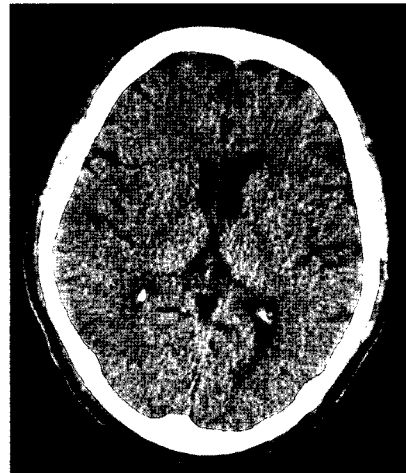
Coronal view of brain CT images, taken immediately postoperative, shows mild edematous changes in the right cerebral hemisphere.
